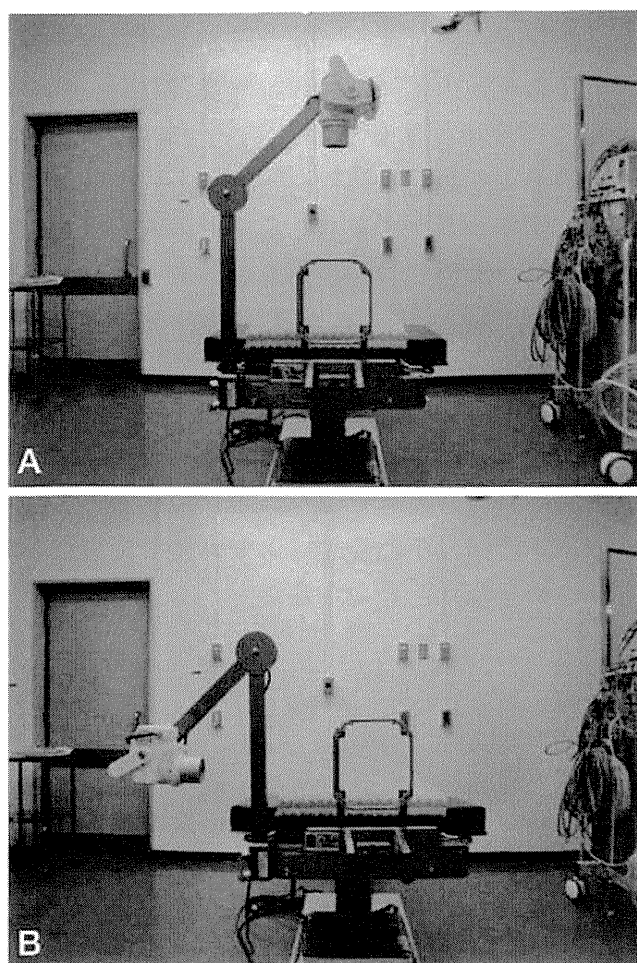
Stereotactic X-ray system used in this study consisted of a movable X-ray camera. A: Setting of stereotactic X-ray system for evaluation from lateral projection. B: Setting from anteroposterior projections.
